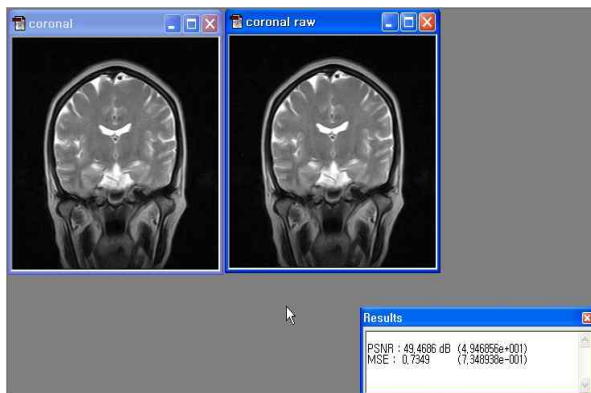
DICOM영상 과 raw 영상과의 비교 MRI Brain Coronal Image
